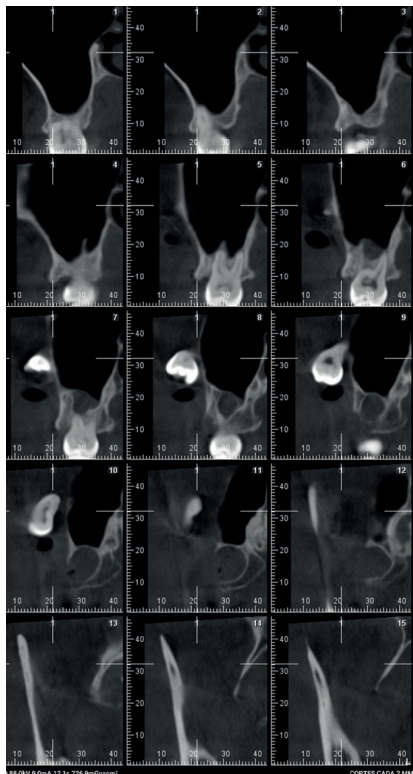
Cortes coronales de la CBCT. Nótese la posición del tercer molar desplazado a la región infratemporal
